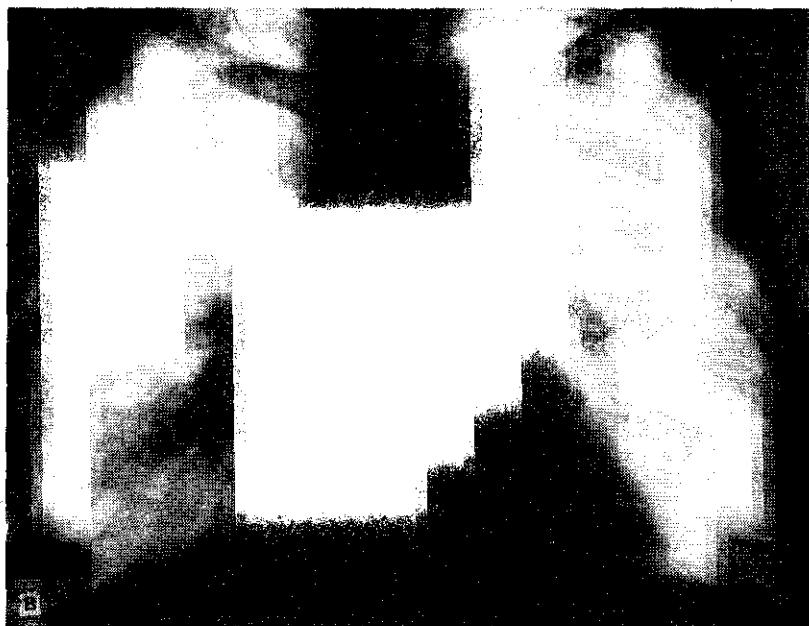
Рентгенограммы больной С., 57 лет.
